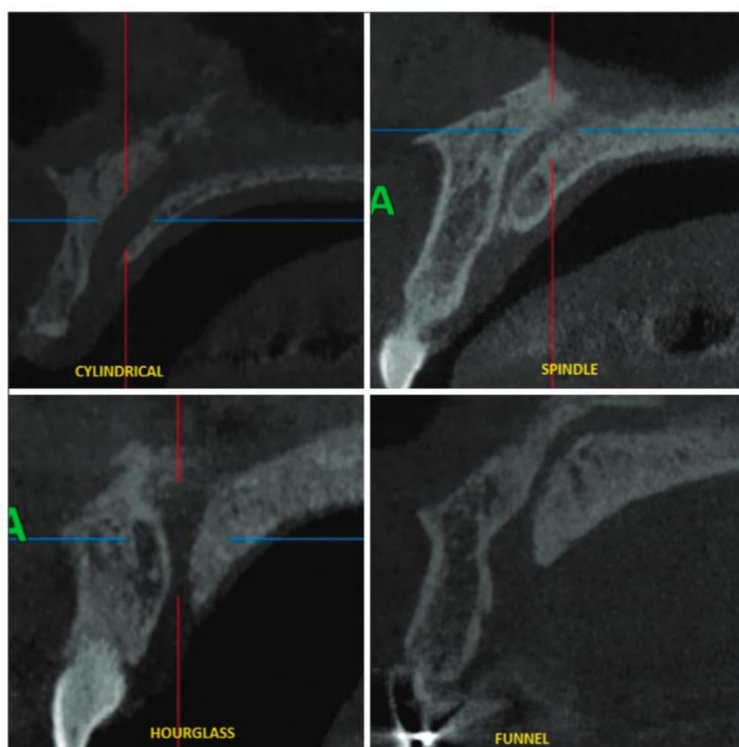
Imagem de CBCT no plano sagital, demonstrando as diferentes formas do canal nasopalatino: cilíndrica, fusiforme, em ampulheta e em funil. Retirado de (Rai et al., 2021).
